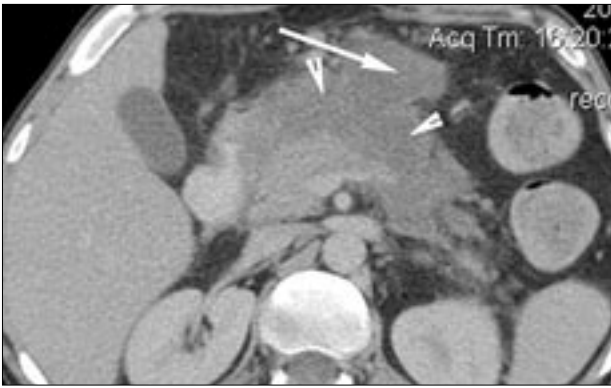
Компьютерная томограмма. В салениковой сумке (длинная стрелка) и в парапанкреатической клетчатке (короткие стрелки) определяется скопление экссудата.
